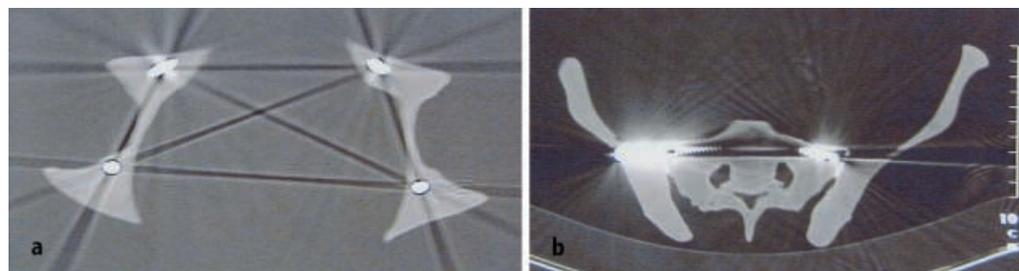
► CT Kontrolle: gute Positionierung der Schrauben für vorderen Pfeiler, hinteren Pfeiler und SI
